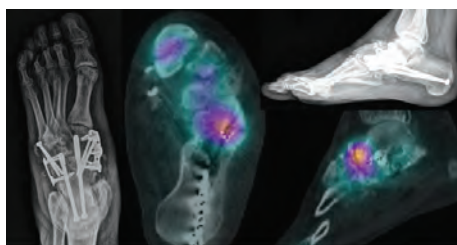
Hombre de 63 años de edad, presenta dolor del pie, posterior a una fractura de Chopart operada con osteosíntesis. Las imágenes del SPECT-CT muestran no unión de la fractura
